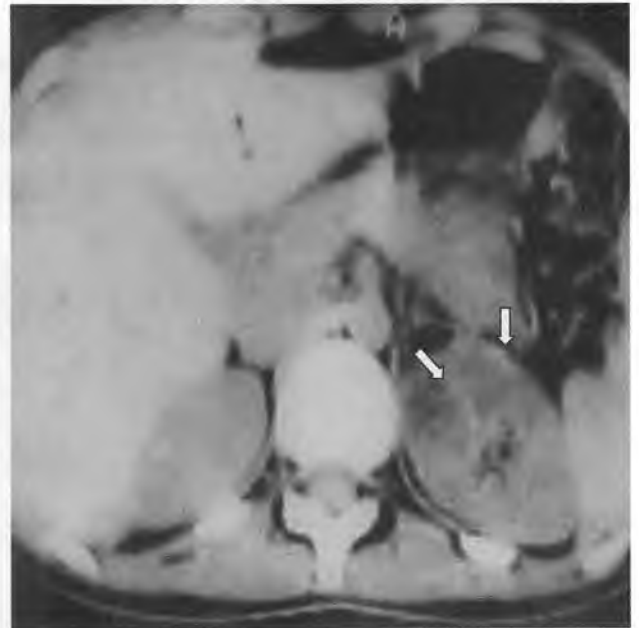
Компьютерная томограмма – в верхнем полюсе левой почки определяются два неправильной формы образования пониженной плотности, отделенные от капсулы тонкой прослойкой паренхимы, не сообщающиеся с полостной системой почки
